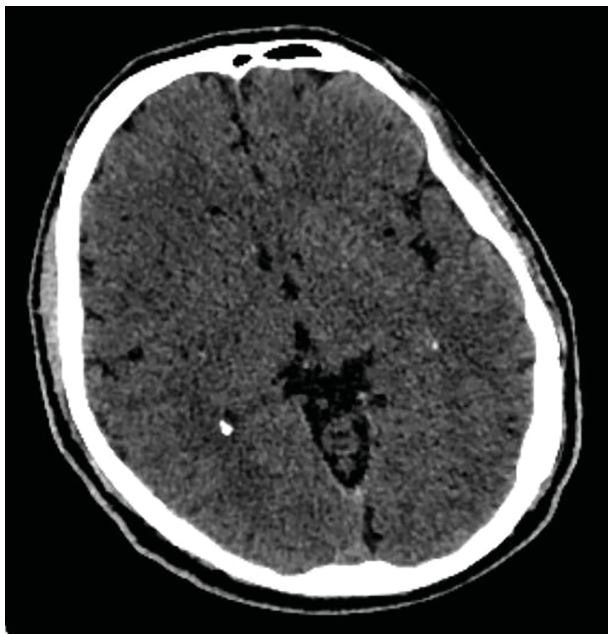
Рентгеновская компьютерная томография (РКТ) головного мозга при поступлении.
